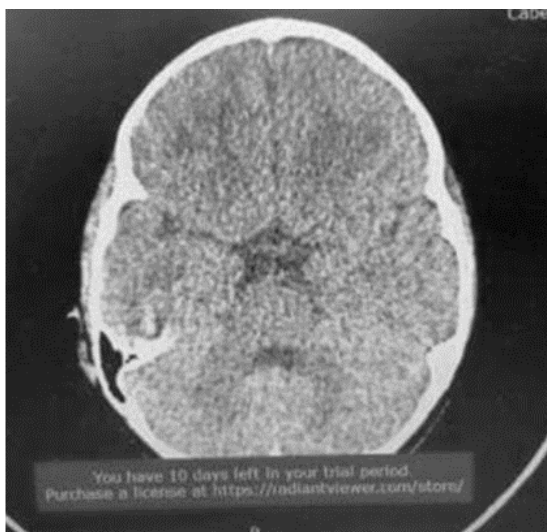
Tomografía computarizada cerebral en la que se evidencia borramiento de surcos y cisuras.
